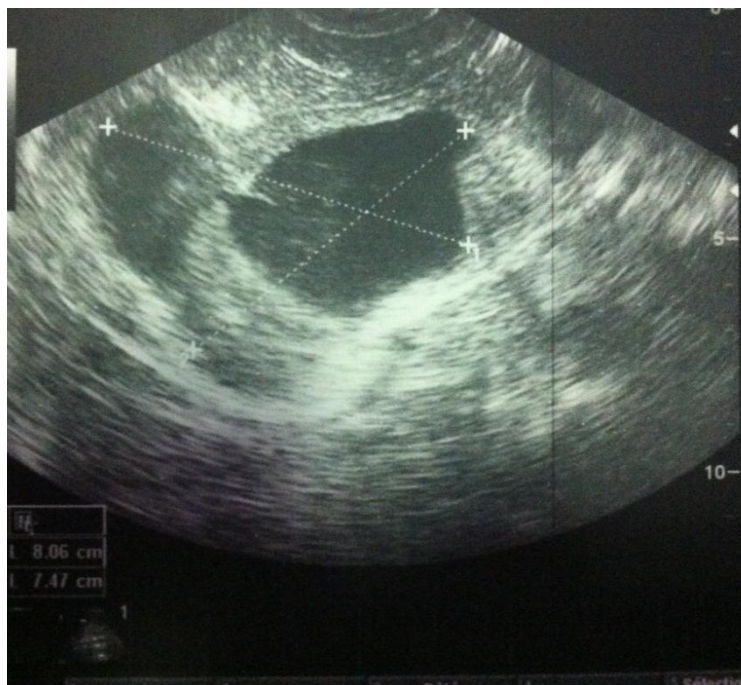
échographie abdominale de contrôle à 1 mois objectivant une collection interhépatogastrique de 8 cm.
